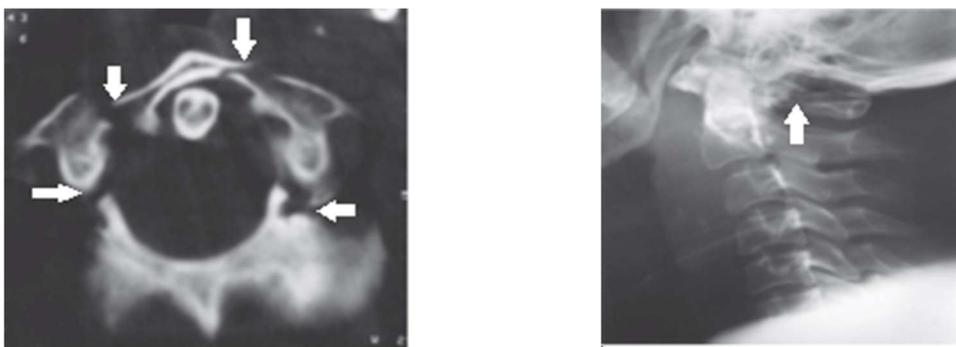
Fracture de Jefferson sur la vue axiale du scanner à gauche (flèches blanches) , fracture de l'arc postérieur C1 sur la vue latérale d'une radiographie simple (flèche blanche) (476)
